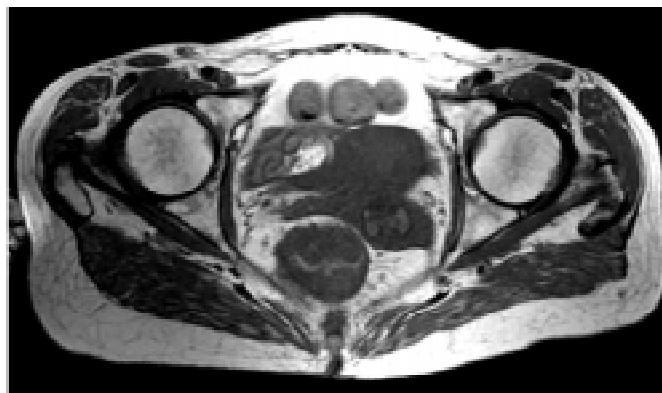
МРТ знімок пацієнтки Ц., 61 р. Діагноз рак прямої кишки Т3 N0M0 до початку ХПТ
